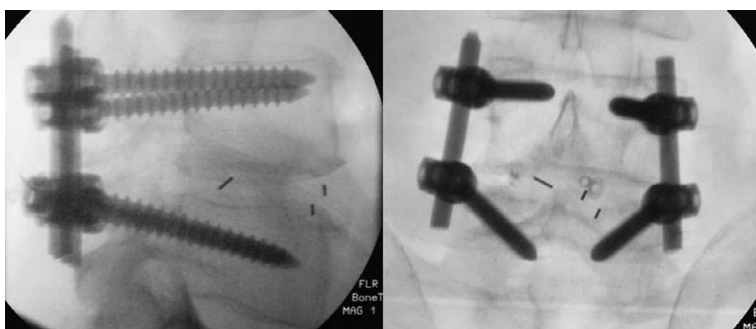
Рентгенограма. Інтраопераційний контроль (група OPEN)
